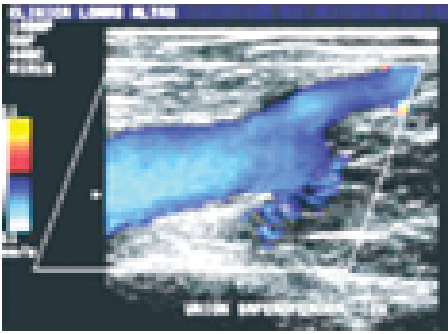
Imagen con Doppler color que muestra la unión safeno-femoral en reposo con flujo normal, anterógrado.
